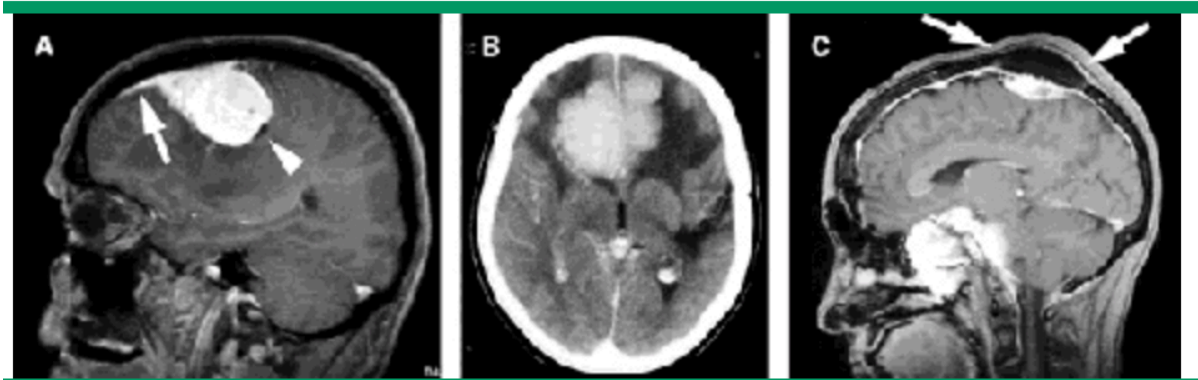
RM contrastada cerebral con presencia de meningioma. A: Signo de la cola. B: Cambios reactivos de la sustancia cerebral blanca. C: Cambios reactivos óseos
